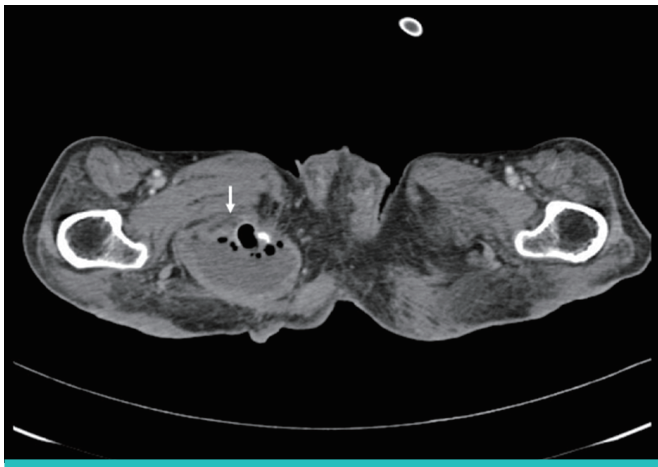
CT images of case-2. A CT scan shows fluid collection with air bubbles in the right buttock (arrow).
